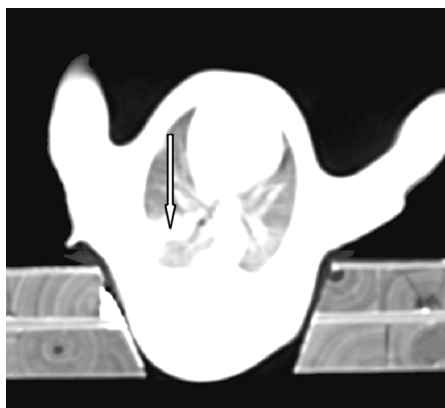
21 d CT 检查示右下肺癌(肺窗)
